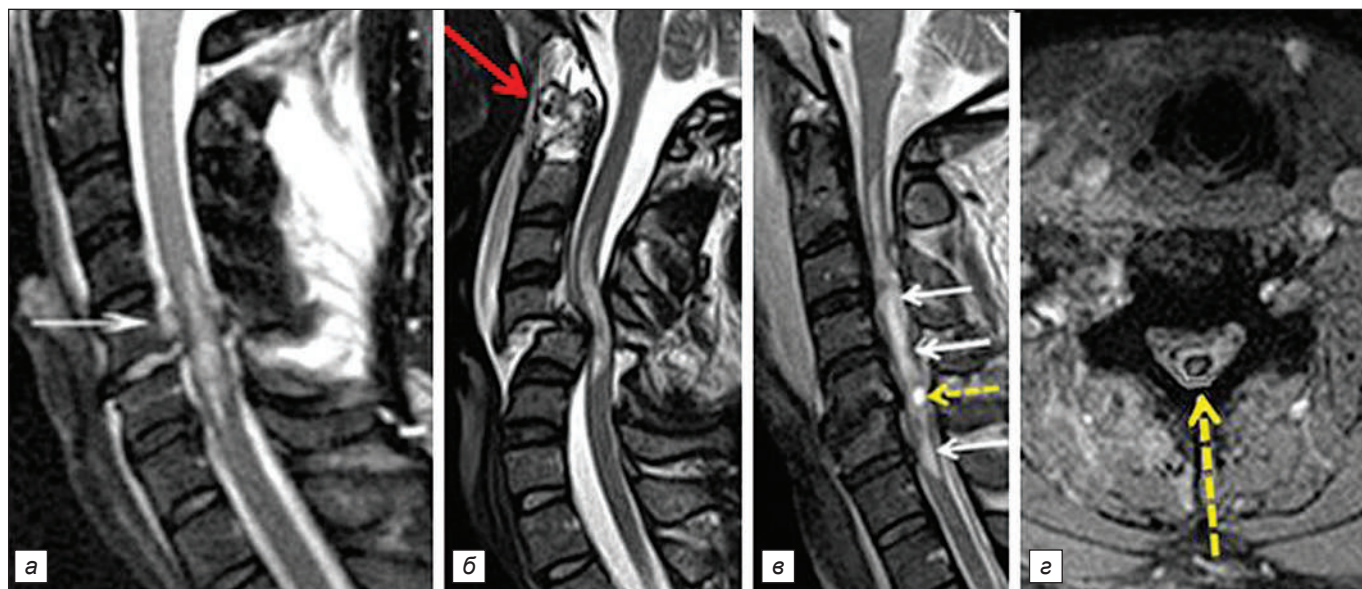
МРТ трёх больных: а – гематомия, ушиб, отёк СМ, травматические грыжи C5–C6 и C6–C7, разрыв задней продольной и жёлтой связок, гематома мягких тканей дорзального отдела шеи; б – оскольчатый перелом C2 позвонка (красная стрелка), переломовывих C5, гематомия, разрыв связок, подвязочная гематома; в – взрывной перелом C5, C6 с геморрагическим ушибом СМ (белые стрелки) и гематомой (жёлтая стрелка, г).
